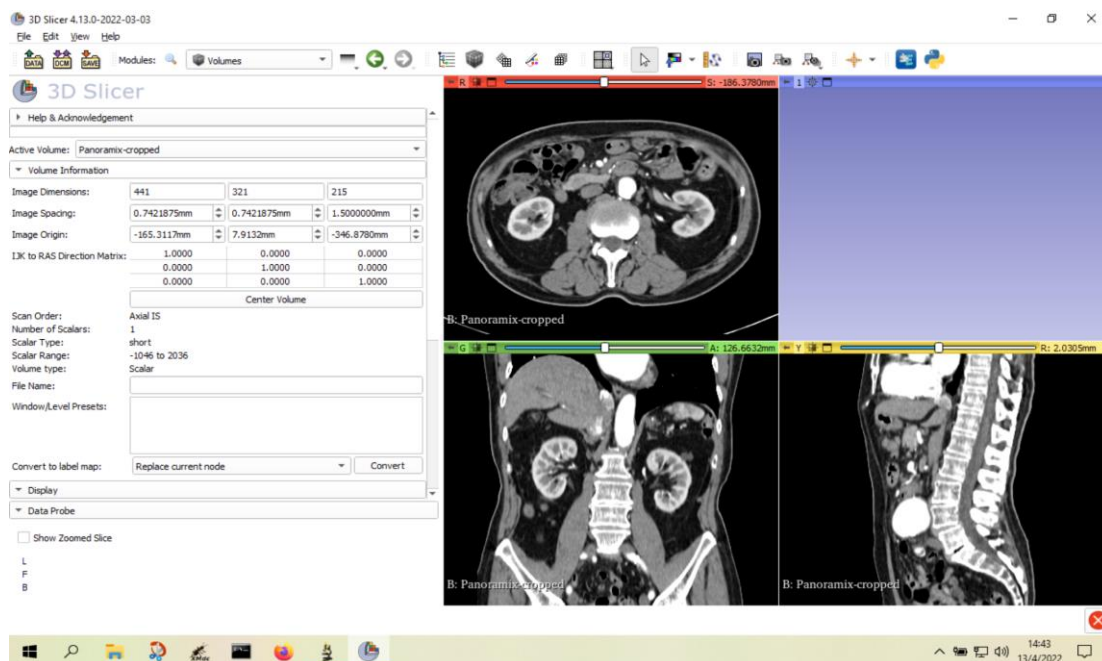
En el módulo Volume, al desplegar la pestaña “Volume information” aparecen las dimensiones que definen la TAC y que serán las del futuro fantoma
